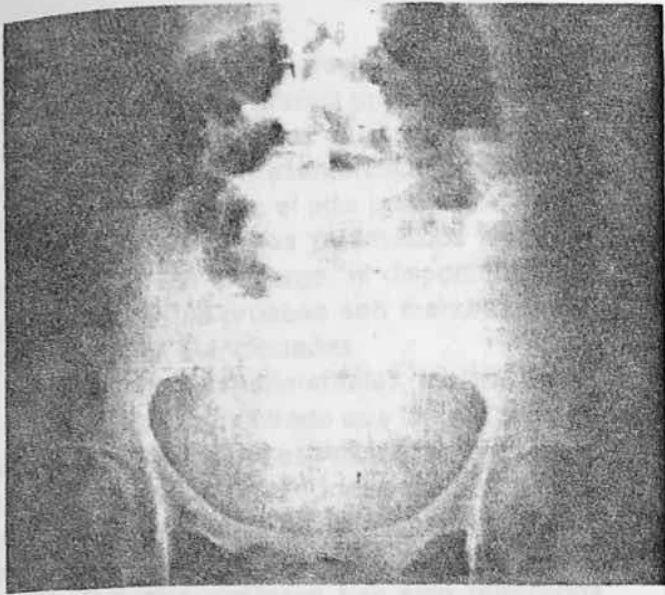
Radiografía de abdomen simple en posición de pie en paciente con embolia mesentérica. Obsérvese niveles hidroaéreos sugerentes de obstrucción mecánica.
